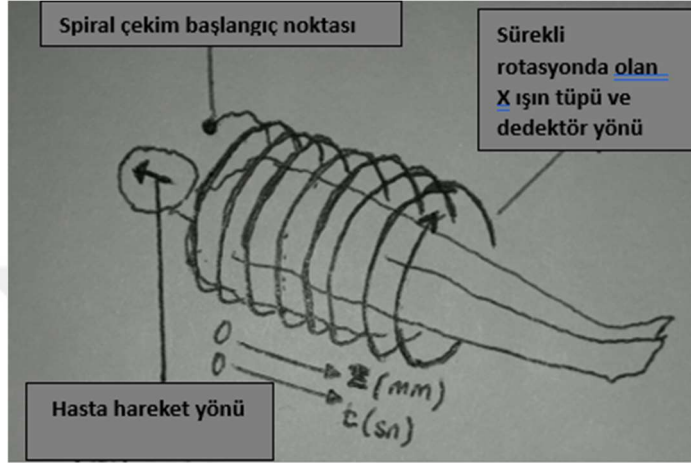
BT jenerasyonları ve kullanılan çalışma modelleri
